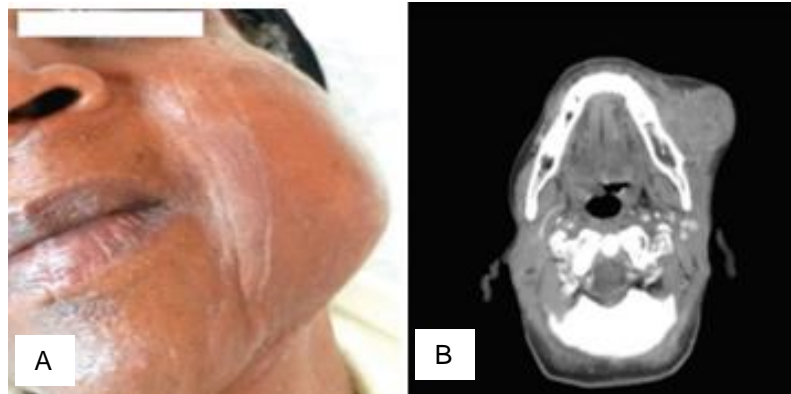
A. Fotografía extraoral de la lesión. Ameloblastoma extraóseo. B. Tomografía computarizada de la lesión.³⁰
